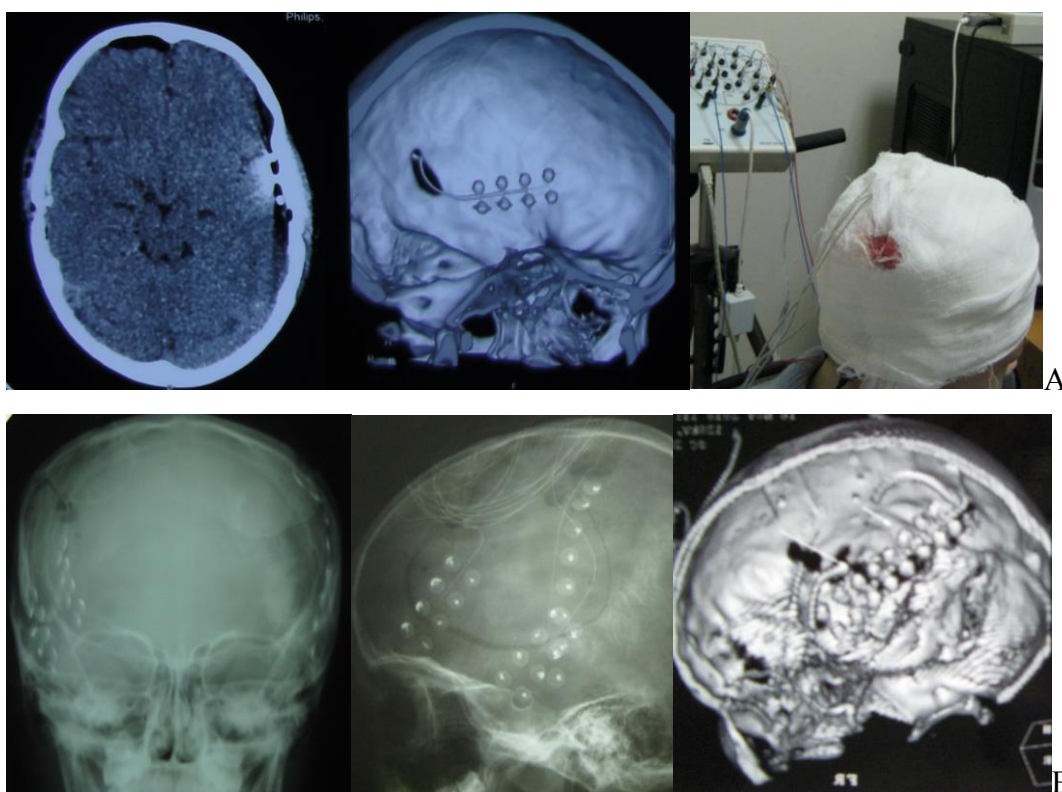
(А,Б) – Больная Т., 6 лет (А). Ист. б. № 789-10. КТ-контроль расположения битемпоральных электродов и мониторинг. Больной А., 15 лет (Б). Ист. б. №. 346-08. Рентген и 3D СКТ-контроль расположения субдуральных электродов.
